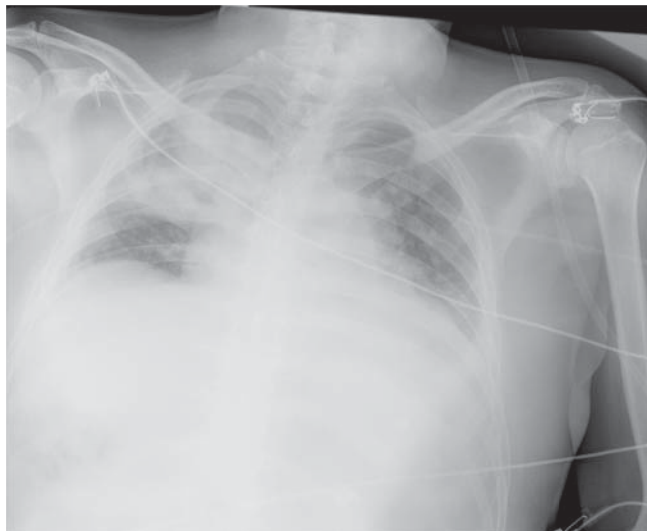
Radiografía de tórax con atelectasia de lóbulo medio derecho.
